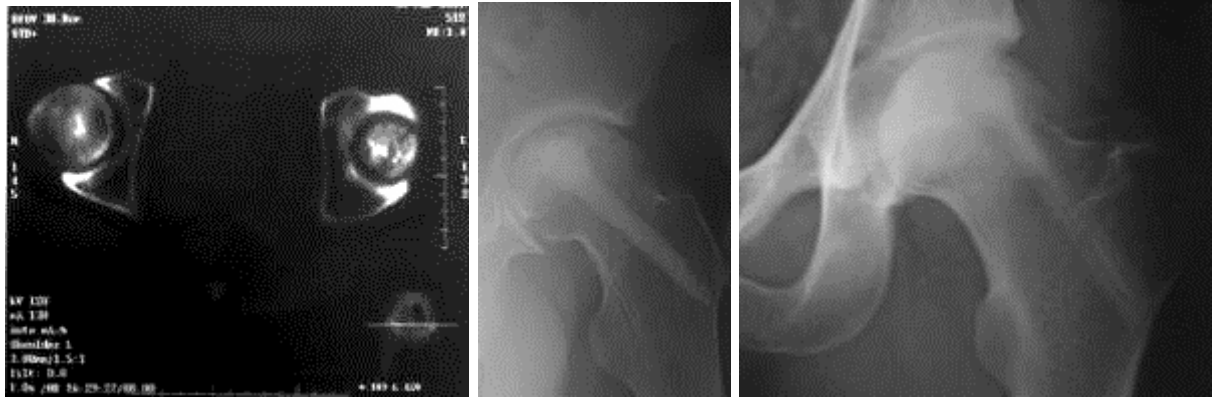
Данные лучевых исследований: а – томограммы тазобедренных суставов до операции; б – рентгенограмма тазобедренного сустава непосредственно после операции; в – через год после операции
